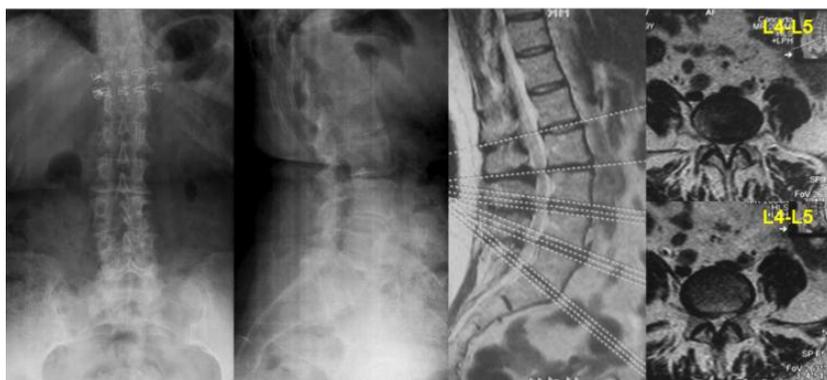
Данные рентгенографии и МРТ позвоночника пациентки П. (2015 г.): определяются признаки дегенеративного поражения позвоночника, комбинированный стеноз позвоночного канала на уровне L4-L5
